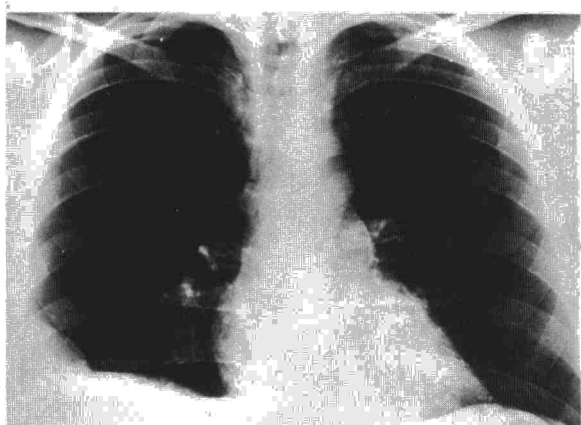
A. Radiografía PA de tórax en la que se distingue una masa en el seno costodiafragmático derecho.
